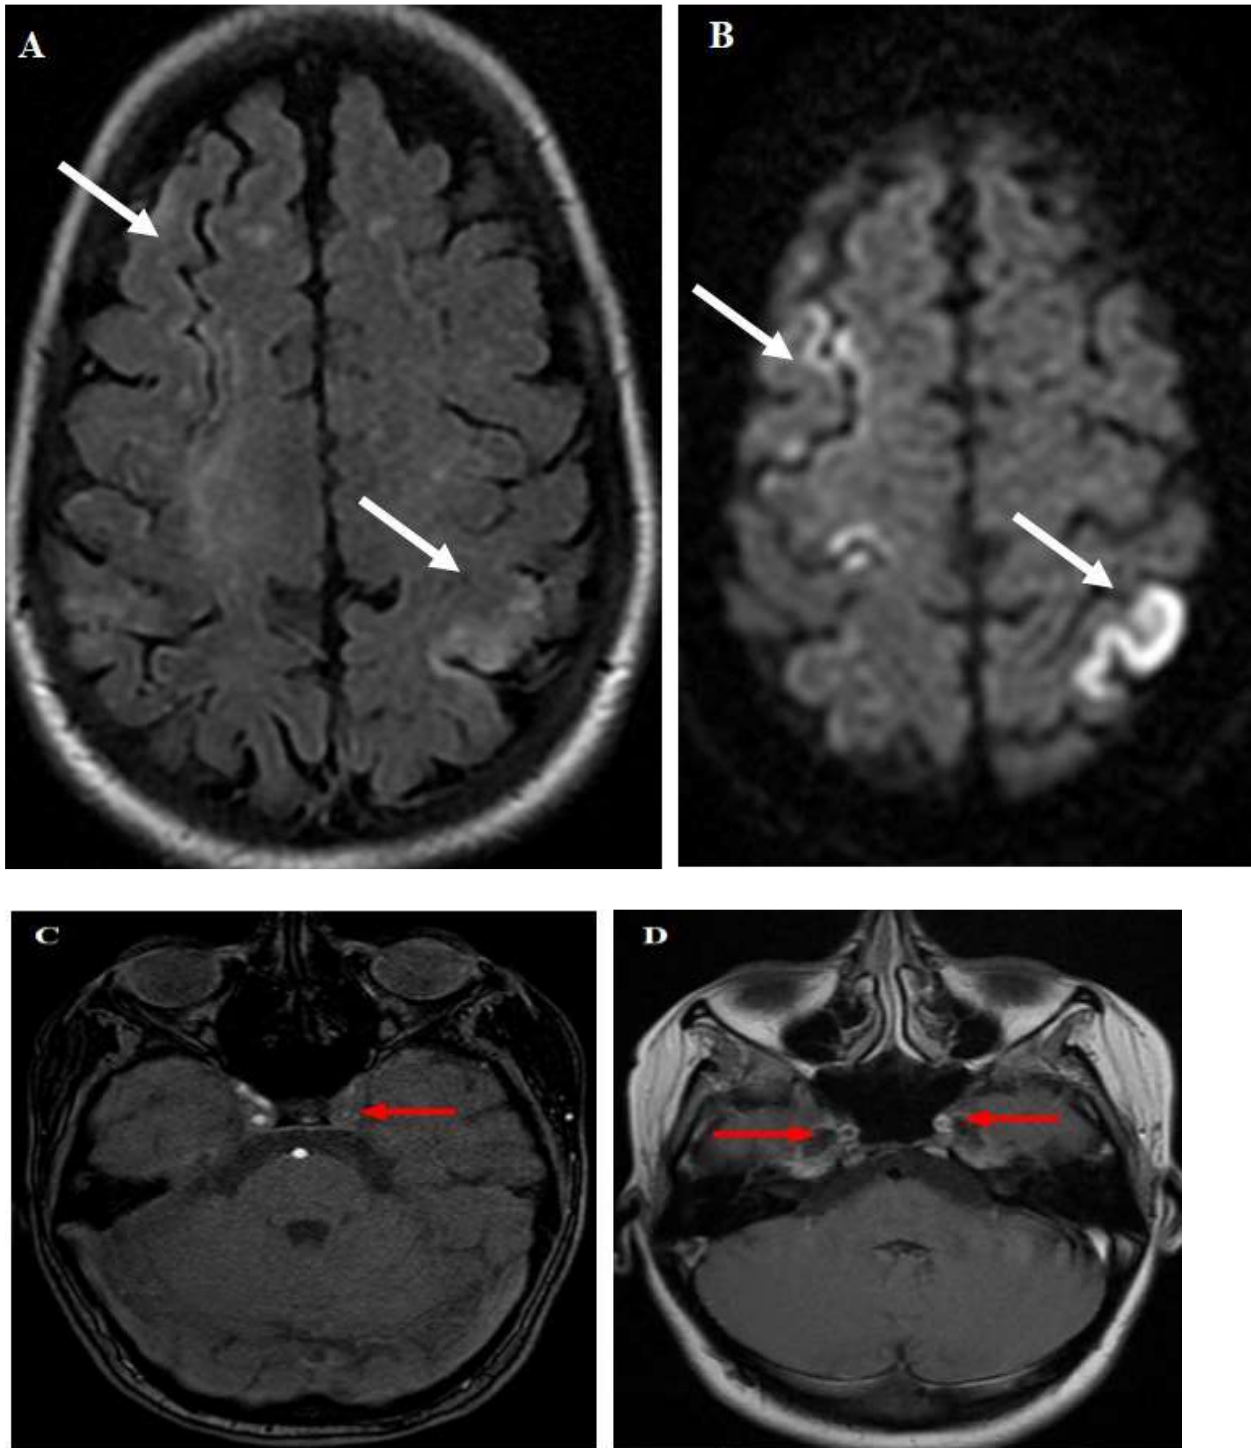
IRM cérébrale en séquences Flair (A), DWI (B) 3DT1C+ (C), et T1C+ tardive (D) chez une patiente de 38 ans suivie pour maladie de TAKAYASU, A-B: Plages corticales fronto-pariétales bilatérales, restrictives en diffusion, d'allure ischémique aiguë. C-D : Épaississement circonférentiel et régulier, de la paroi des artères carotides, plus marqué au niveau à gauche, décrit en hyposignal T2 et rehaussé après contraste au temps plus tardif.
